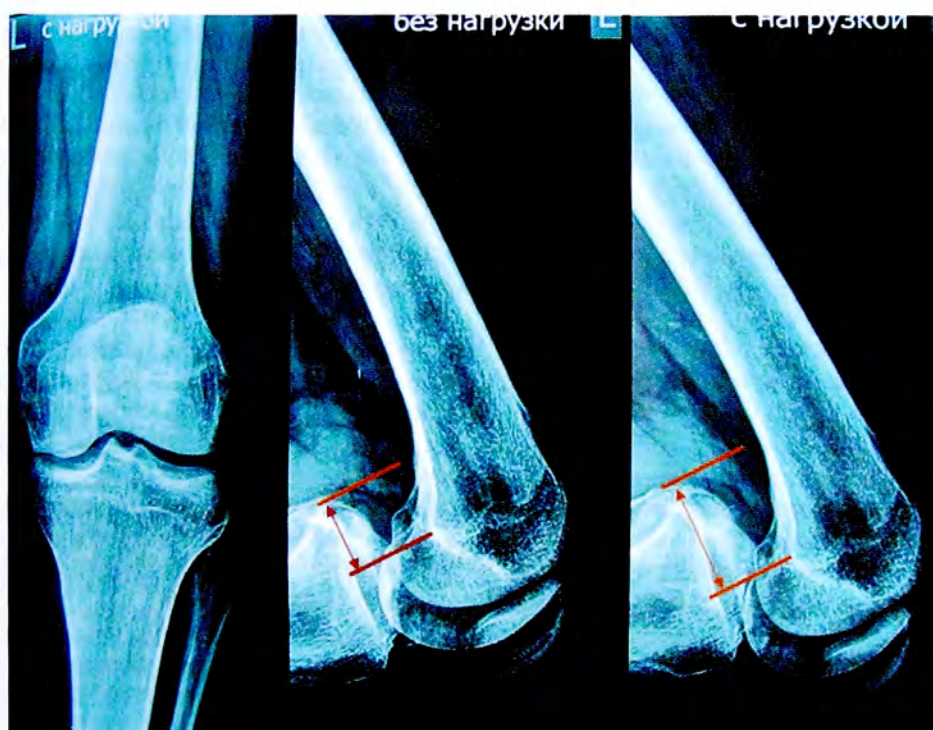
Рентгенография коленного сустава с нагрузкой для оценки степени заднего смещения голени.
